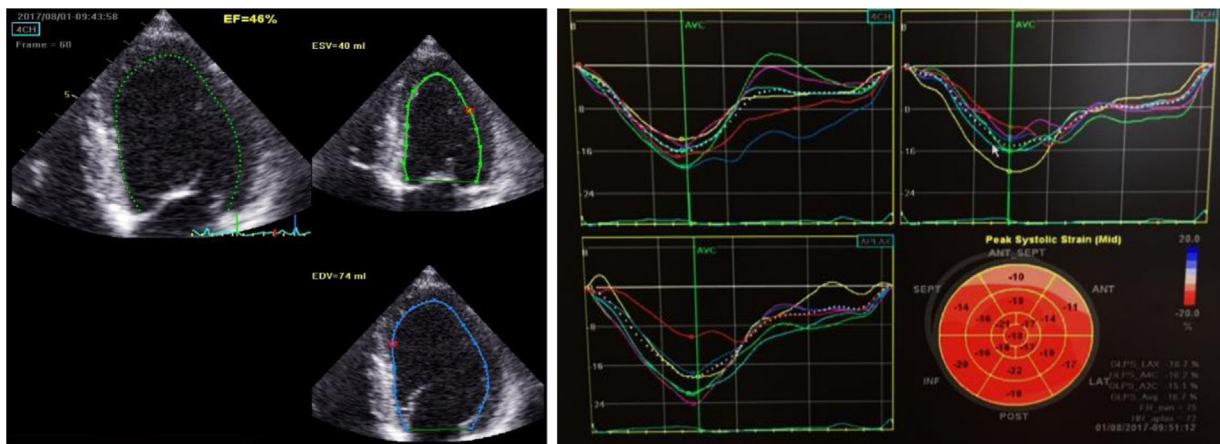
2.º ETT realizado em Vivid 9 GE; a) cálculo de fração de ejeção por método semiautomático em apical 4 câmaras, estimada em 46%; b) cálculo de *strain* global longitudinal, estimado em -16,7%.
